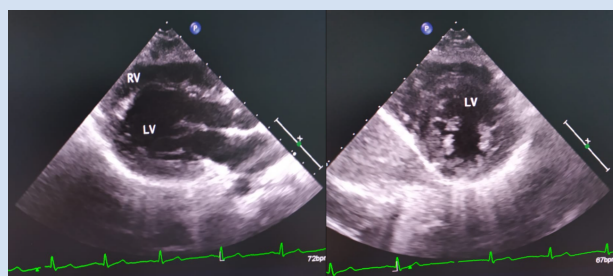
Визуализация камер сердца (левый и правый желудочки) с помощью эхокардиографии
